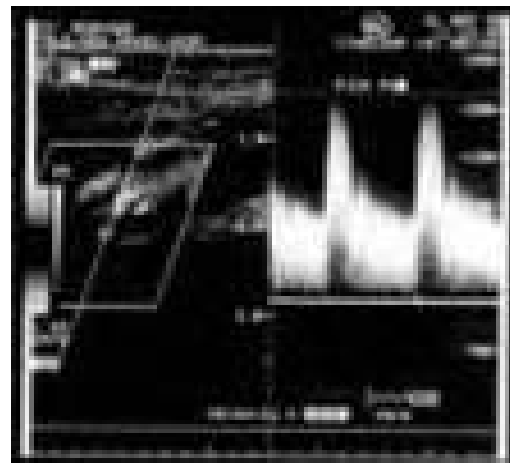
Doppler de arteria carotida izquierda.
